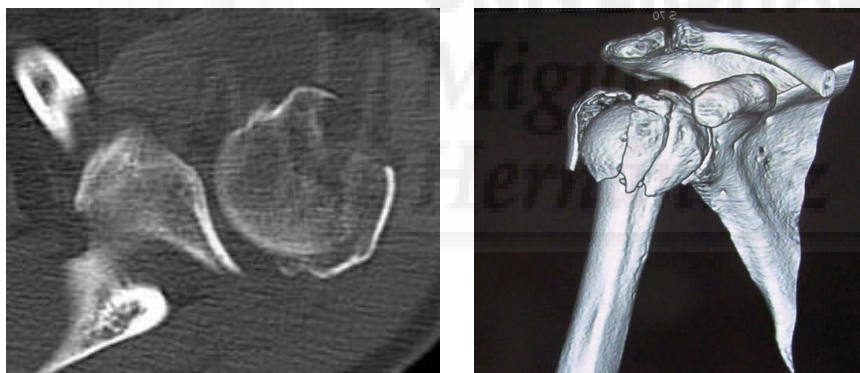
TAC y reconstrucción de fractura
